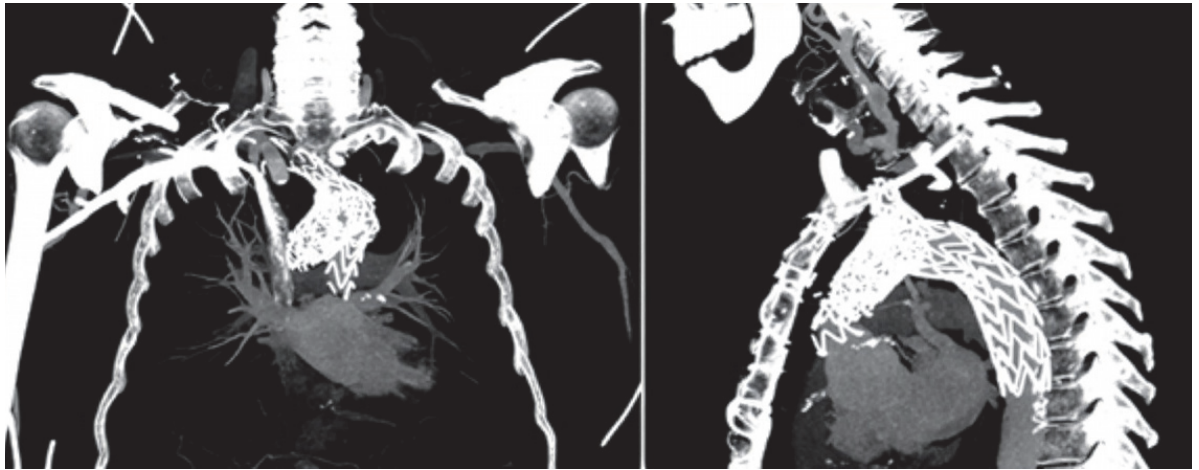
Angiotomografía control posimplante.
